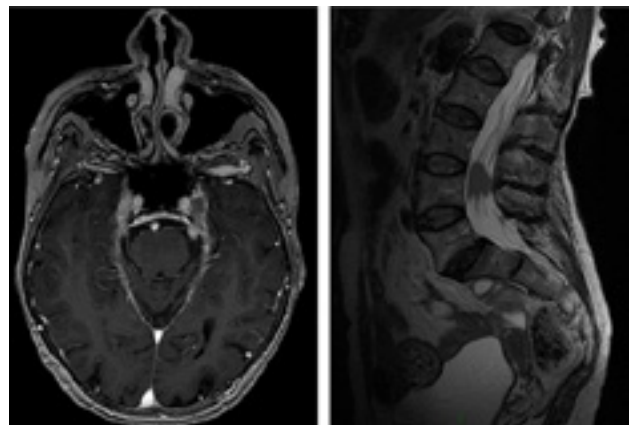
En secuencia gadolinio de RMN de encéfalo con contraste (a izquierda) se objetiva engrosamiento de pares craneales y paquimeníngeo basilar. En secuencia T2 de RMN de columna lumbosacra (a derecha) donde se evidencia engrosamiento radi-cular y conglomerado tipo nodular a nivel de la cauda equina.
